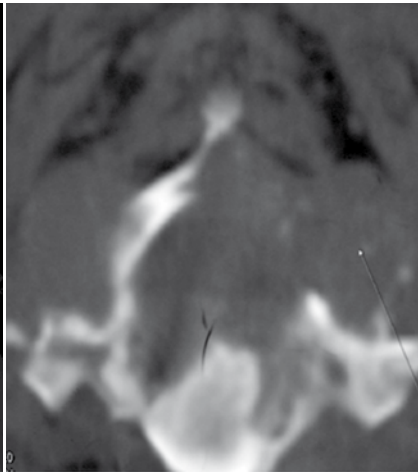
TDM : Atteinte de toute la vertèbre avec une extension péri-vertébrale et intra-canalair
